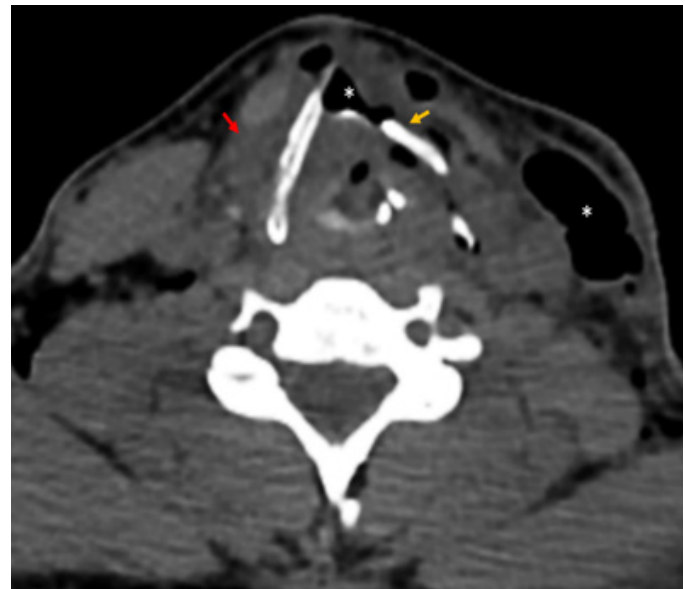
TC simple cervicotorácico. Se aprecia fractura desplazada de cartílago tiroideo izquierdo (flecha amarilla), enfisema subcutáneo (*) y edema de tejidos blandos (flecha roja).
